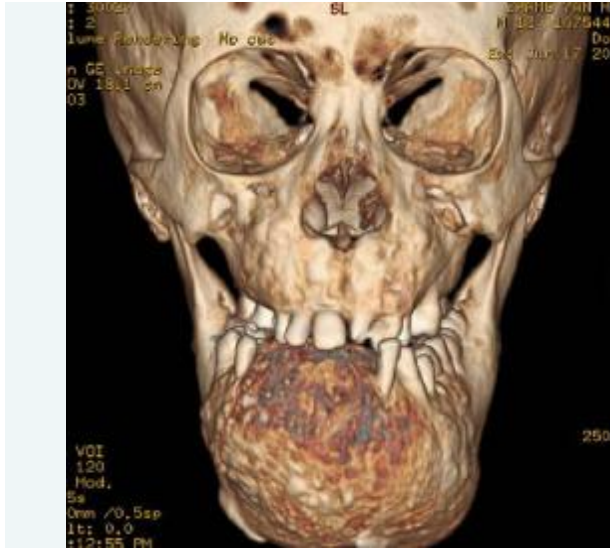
The 3-dimensional computed tomographic image shows multiple, expansile, mixed radiolucent-radiopaque masses throughout all 4 quadrants of the jaws, typically in the anterior portion of the mandible, which led to appreciable facial deformity and malposition of the teeth.
